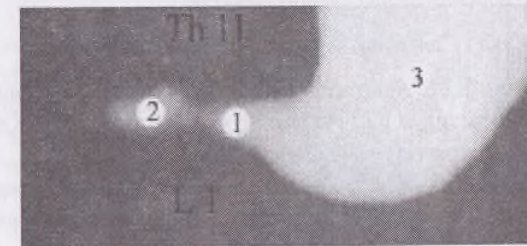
Скелетопія гастроуденального сегмента 6-місячного плода (300,0 мм тім'яно-п'яткової довжини), шлунково-кишковий тракт якого заповнений контрастною сумішшю на основі свинцевого сурика. Фоторентгенограма: 1 – воротарна частина шлунка; 2 – ампула дванадцятипалої кишки; 3 – тіло шлунка.
